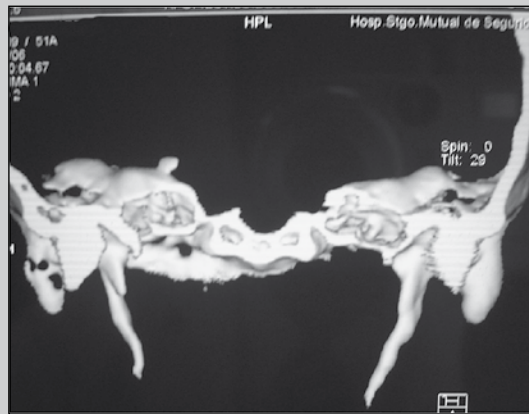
Corte coronal de TC de cuello con reconstrucción 3D. Asimetría estiloidea con mayor proyección izquierda.
